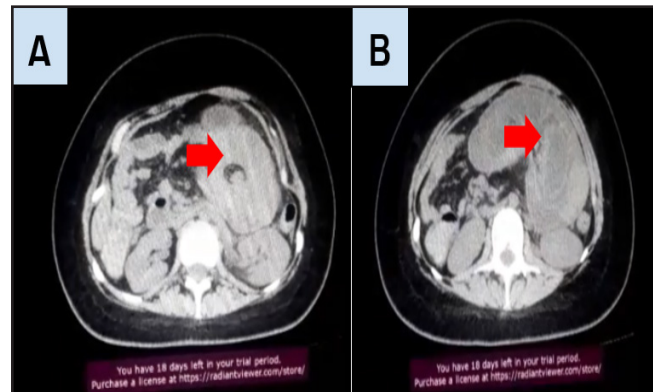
Corte transversal de Tomografía axial computarizada de abdomen y pelvis. A Signo de la dona B Signo de Pseudoriñón
